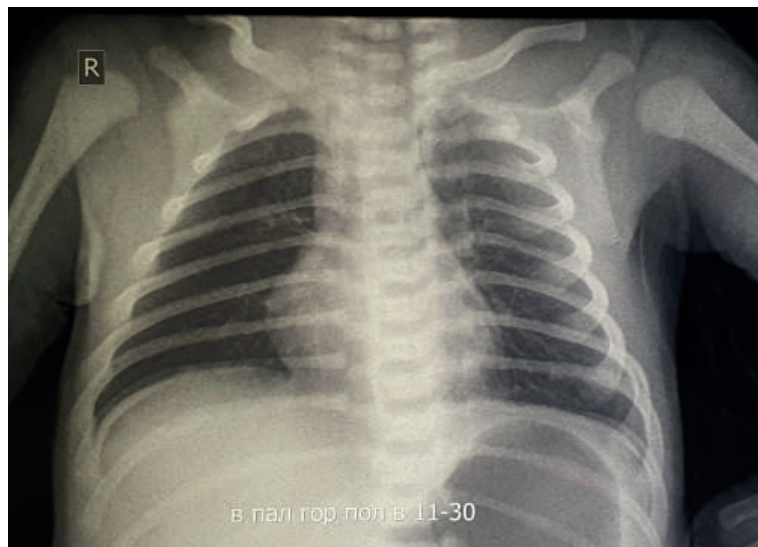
Пацієнт У. 2 доби. Оглядова рентгенографія органів грудної клітки
